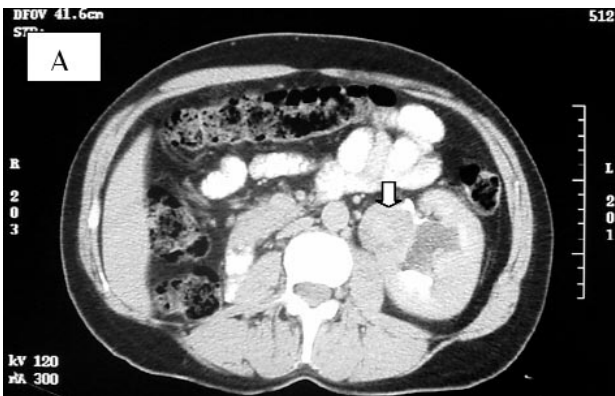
Oncocitomas renales izquierdos vistos en TAC abdominal (ver flechas)
